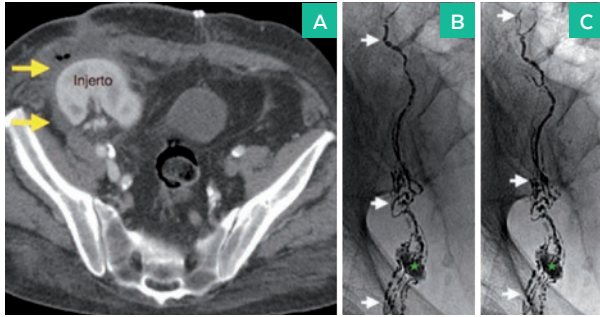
(A) TC Pélvico con contraste. Se aprecia injerto renal en FID con buena diferenciación córtico-medular, hidronefrosis grado II (no visible en este corte) y pequeña colección en región lateral y anterior. (B y C) Imágenes de escopia secuencial durante la inyección de lipiodol en sistema linfático. Se observa un ganglio derecho (estrella verde) y repleción de canaliculos linfáticos (flechas blancas) sin que se logre objetivar un punto de extravasación de lipiodol.
